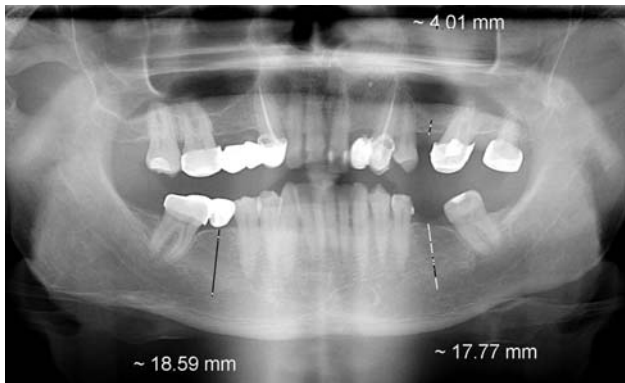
Панорамна рентгенограма пацієнтки П. 1963 р. н. Відмічаються невідповідність меж і порушення крайового прилягання опорних коронок мостоподібного протеза 1.3; 1.6 та одиночних коронок 2.6; 2.8 зубів. Нераціональне застосування консолюподібної конструкції в дистальній ділянці нижньої щелепи справа.
